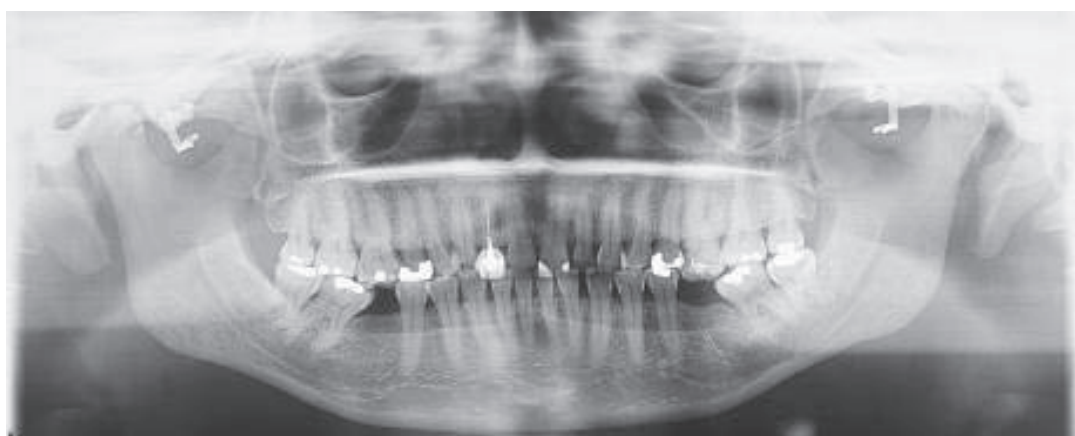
Radiografia panorâmica pós-operatória.
